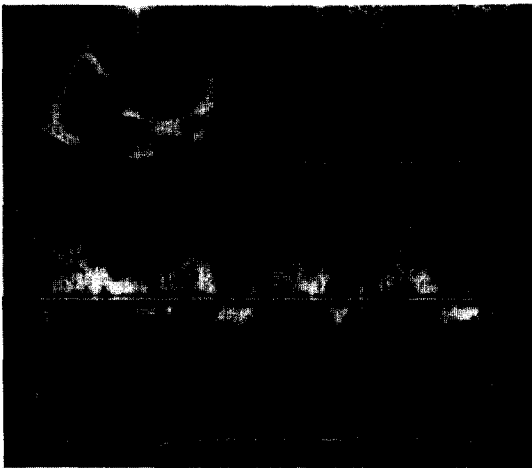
Doppler echocardiographic study (parasternal long axis view) shows turbulent flow through the slit from the left ventricle to the pseudoaneurysmal sac.
